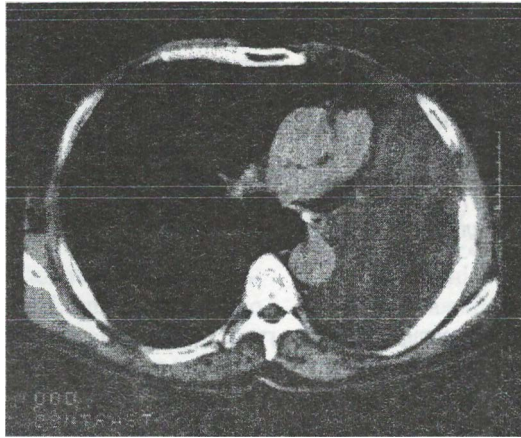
Комп'ютерна томограма хворого П., 73 р. Центральний рак лівої легені. На комп'ютерній томограмі у м'якотканинному режимі з в/в контрастуванням ознаки ателектазу лівої легені: зменшення об'єму легені, зміщення органів середостіння.
